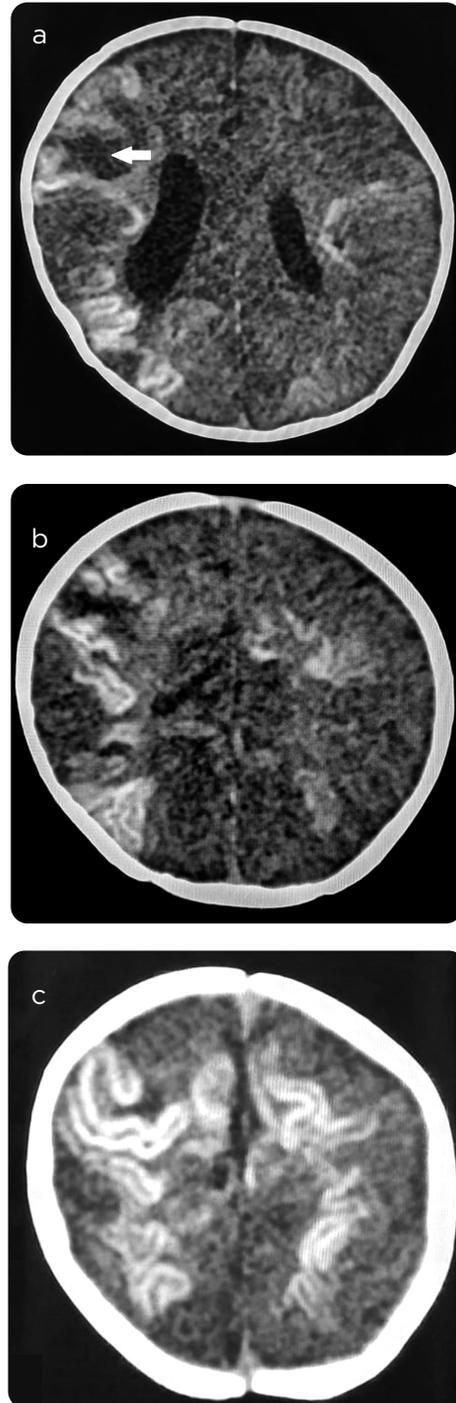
TC corte axial que evidencia áreas de alta densidad con patrón giriforme de compromiso bilateral predominante derecho compatibles con necrosis laminar cortical. a) La flecha señala la baja densidad perilesional en el área con mayor compromiso de la sustancia blanca.
